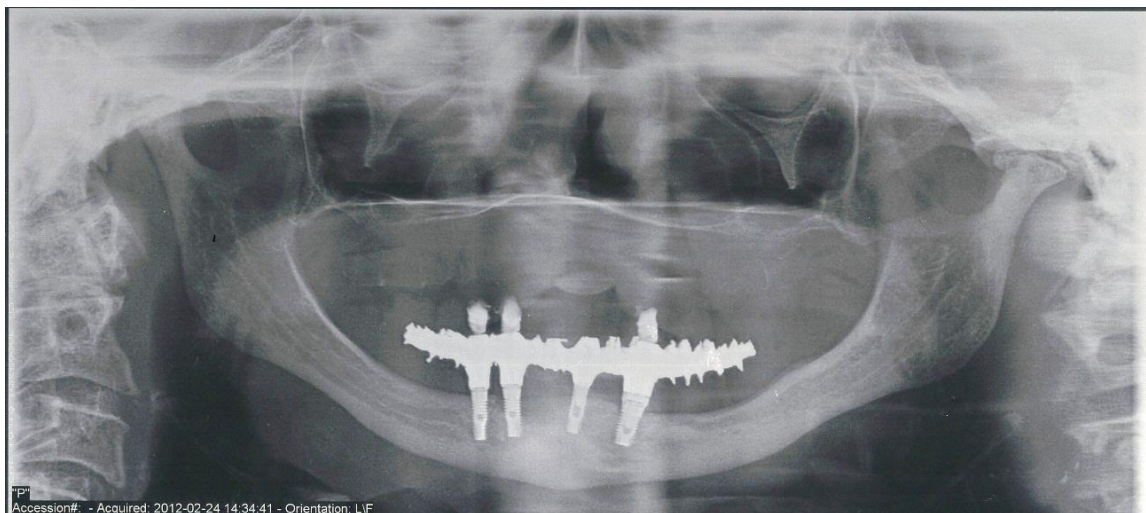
Radiografia panorâmica, mostrando a presença de 04 implantes instalados, já em função mastigatória em Fevereiro/2012.
